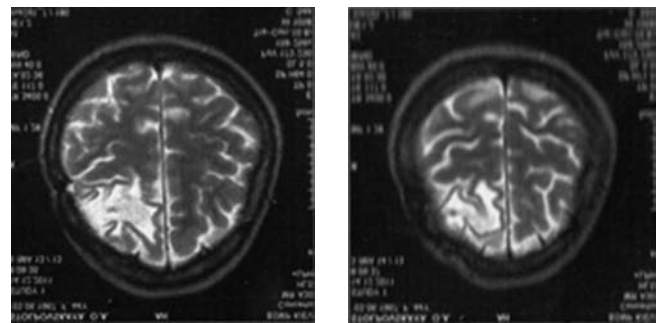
МРТ-дослідження головного мозку пацієнтки Н., 67 років з ішемічним інсультом (до і після лікування)
